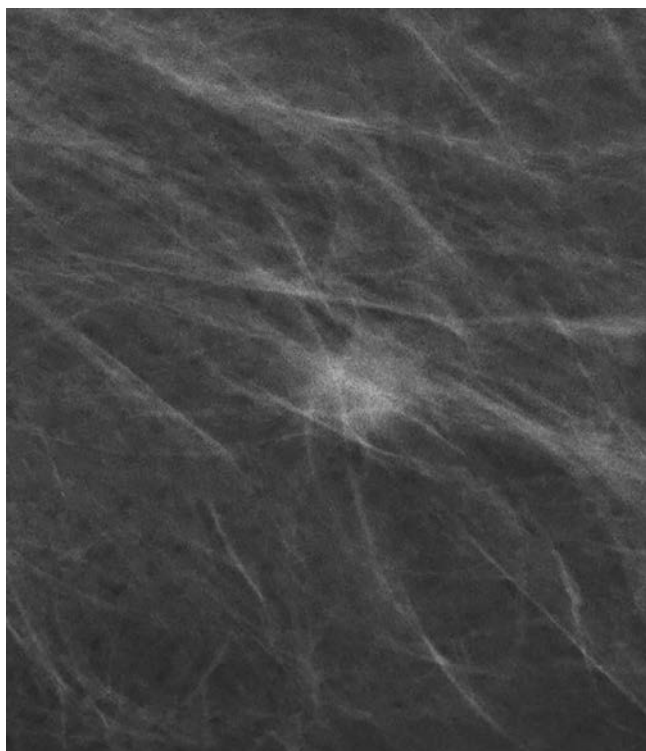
На прицельной маммограмме визуализируется объемное образование с нечеткими границами. Это могут быть киста, папиллома или фиброаденома, однако не исключается и злокачественная опухоль. УЗИ подтвердило, что это злокачественная опухоль.
